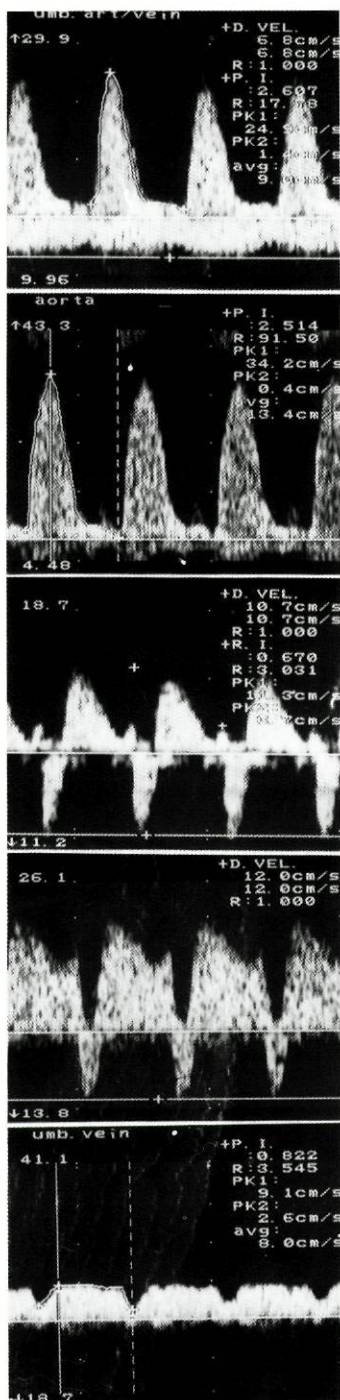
Padrão das ondas de fluxo sanguíneo obtido por Doppler na artéria umbilical, artéria cerebral média, veia cava inferior, ducto venoso e veia umbilical (por ordem decrescente) às 13 semanas de gestação num caso de trissomia 13. Frequência cardíaca fetal = 165 batimentos por minuto; translucência da nuca = 4 mm.
